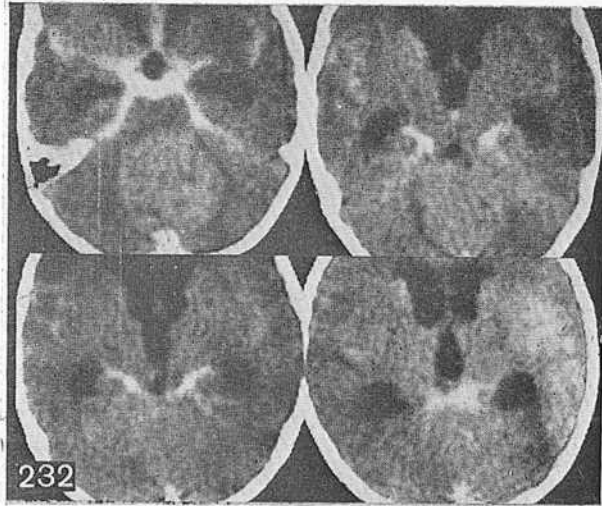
Серия КТ у больного с саркомой червя мозжечка умеренно повышенной гомогенной плотности.
